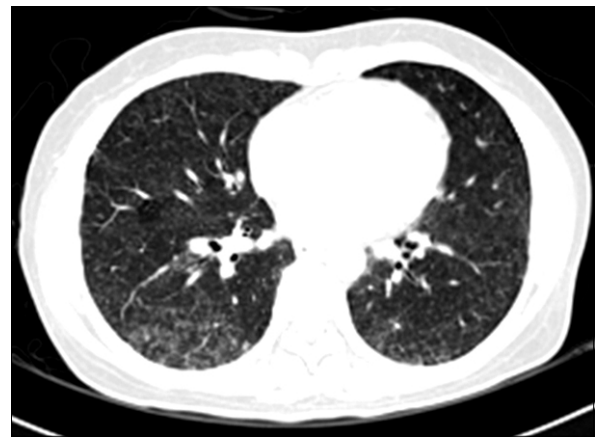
Chest CT scan shows bilateral diffuse ground glass opacities and tiny nodular infiltration on both lungs.
